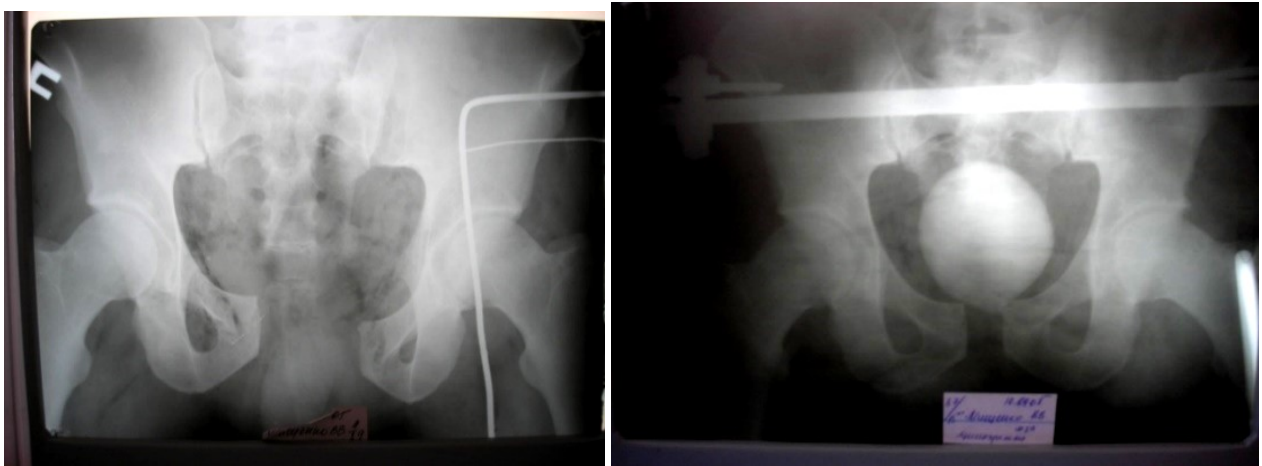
Рентгенограма кісток таза (перелом С) при поступленні і після накладання АЗФ (АО) на тазове кільце (виконання висхідної цистографії)
